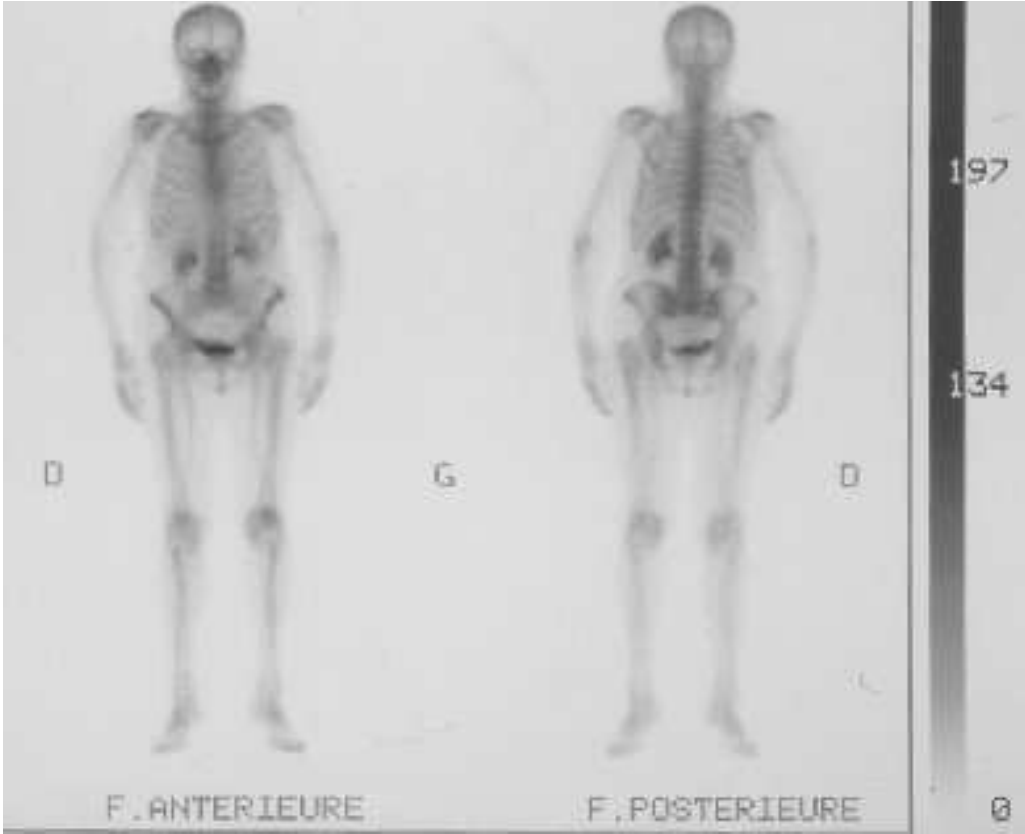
scintigraphie osseuse normale
